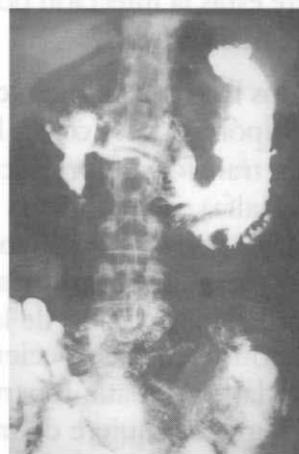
Radiografía del tránsito intestinal que muestra los pliegues engrosados y las múltiples ulceraciones hacia la curvatura mayor.
